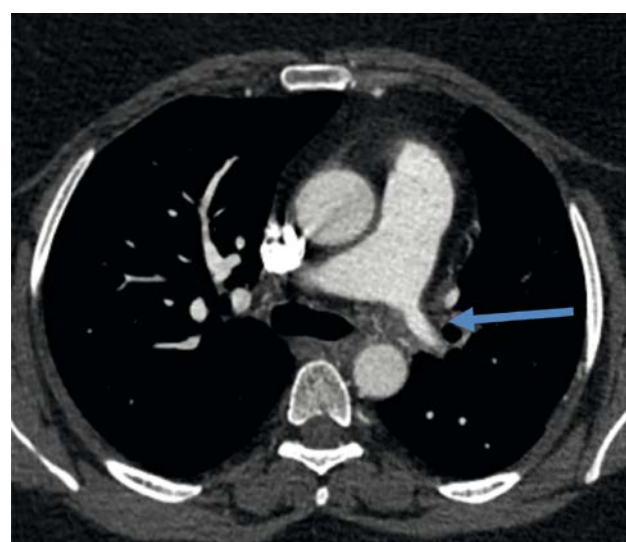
Angiossarcoma de artéria pulmonar. A: TC mostrando imagem que simula TEP. B: RM pós contraste mostra realce no interior do trombo, representando o tumor.
